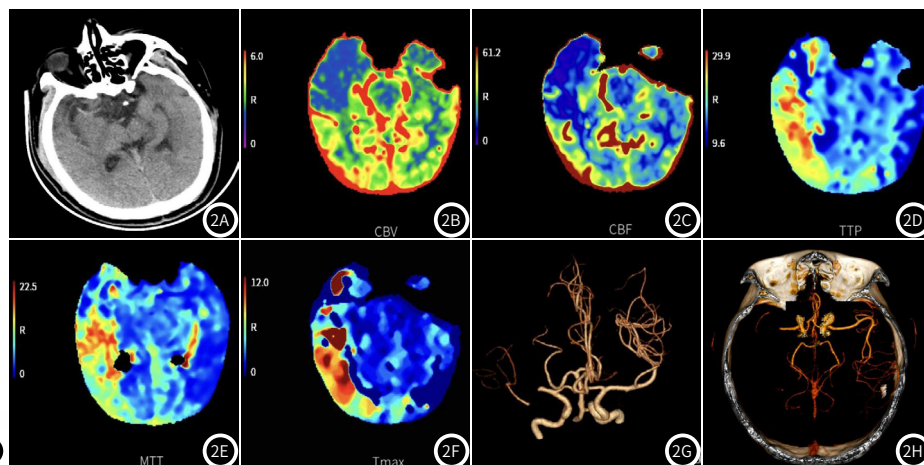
CTP参数对介入治疗预后的评估价值; 图2A-图2H 缺血性脑血管病患者CT/CTP/CTA检查影像结果
